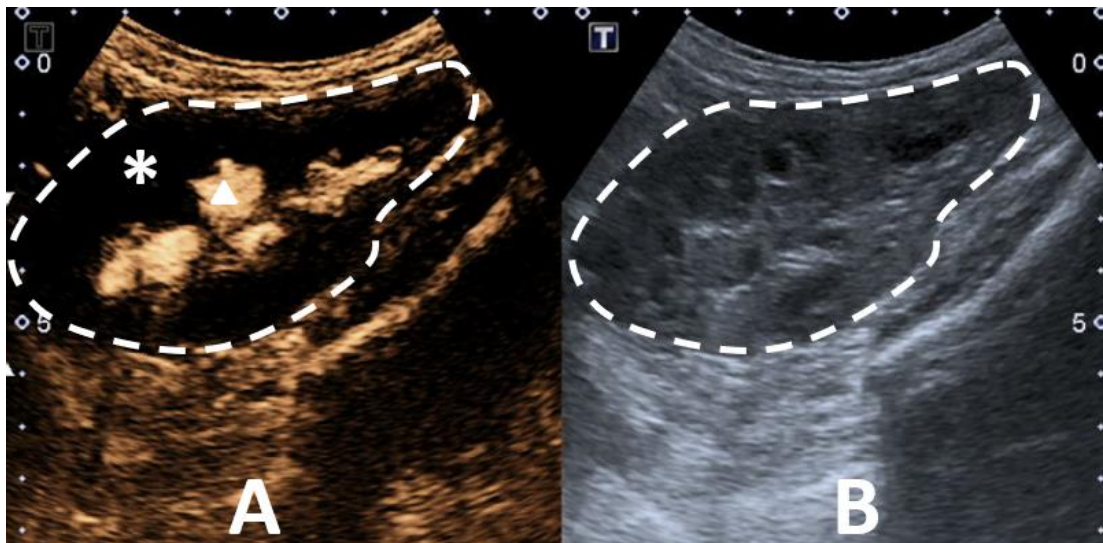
Exame de urossonografia com tela dividida. A) Modo contraste específico utilizando a técnica harmônica de pulso invertido. O contraste no interior do sistema pielocalicinal apresenta-se hiperecogênico (triângulo branco). O sinal oriundo do parênquima renal (asterisco branco) está ausente devido ao cancelamento das ondas, semelhante a uma subtração da imagem. O contorno renal está delimitado pela linha branca tracejada. B) Modo-B convencional simultâneo, permitindo avaliação da anatomia renal. Linha branca tracejada representando o contorno renal
